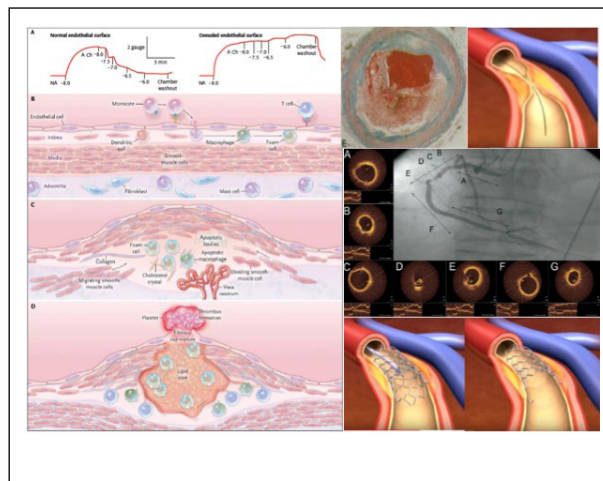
Mecanismo del desarrollo de una placa arteriosclerosa, desde la disfunción endotelial (A) (Cuando el endotelio está intacto la Acetilcolina (Ach) libera Oxido Nítrico que relaja el músculo liso vascular. Cuando el endotelio está dañado la Ach produce una contracción del músculo liso vascular, no se libera NO endotelial y si los factores vasoconstrictores como la Endotelina). B: Migración e Infiltración subendotelial por células leucocitarias, linfocitos y monocitos, y partículas de LDL, que inician la formación de la placa arteriosclerosa. C) Transformación de monocitos en macrófagos que fagocitan las LDL oxidadas formando las células espumosas, que forman el núcleo blando o lipídico de la placa. Las células musculares lisas migran también al subendotelio y se transforman en células espumosas. Se forma la capa fibrosa subendotelial que da consistencia y estabilidad a la placa obstruyendo parcialmente la luz del vaso. D) La rotura de la placa expone el subendotelio y el núcleo lipídico al torrente sanguíneo. (E) La activación plaquetaria inicia la formación de un trombo que ocluye la luz del vaso. (F) Cateterización y localización de la lesión estenótica culpable. (G) La Tomografía Óptica Computarizada permite ver las paredes del vaso y localizar el nivel de la estenosis y la rotura de la placa. (H e I): El tratamiento intervencionista percutáneo permite la angioplastia con expansión y colocación del stent tras corregir la estenosis.
